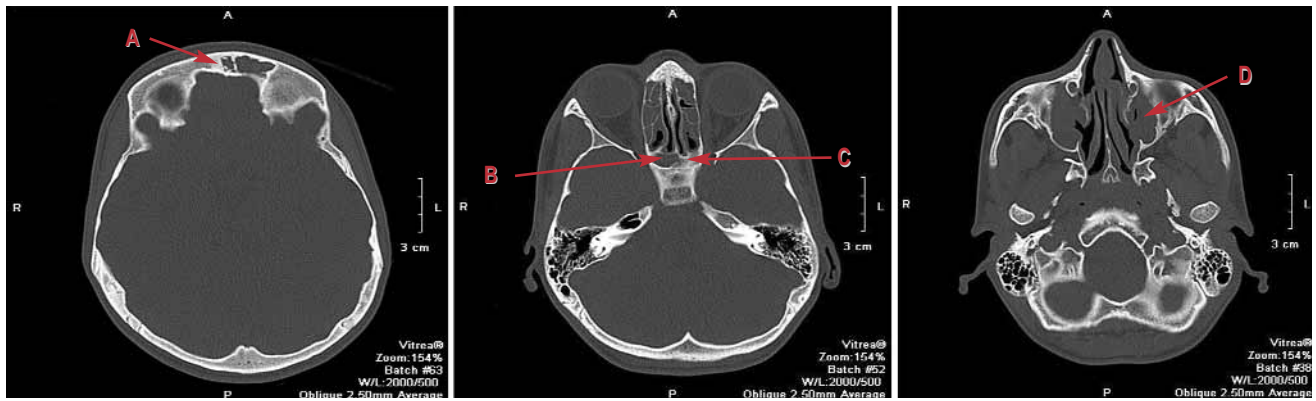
Компьютерная томограмма больного муковисцидозом 25 лет (пациент 1). Варианты нарушения развития околоносовых пазух: А — гипоплазия лобной пазухи; В — гипоплазия клиновидной пазухи; С — аплазия клиновидной пазухи; D — гипоплазия верхнечелюстной пазухи
